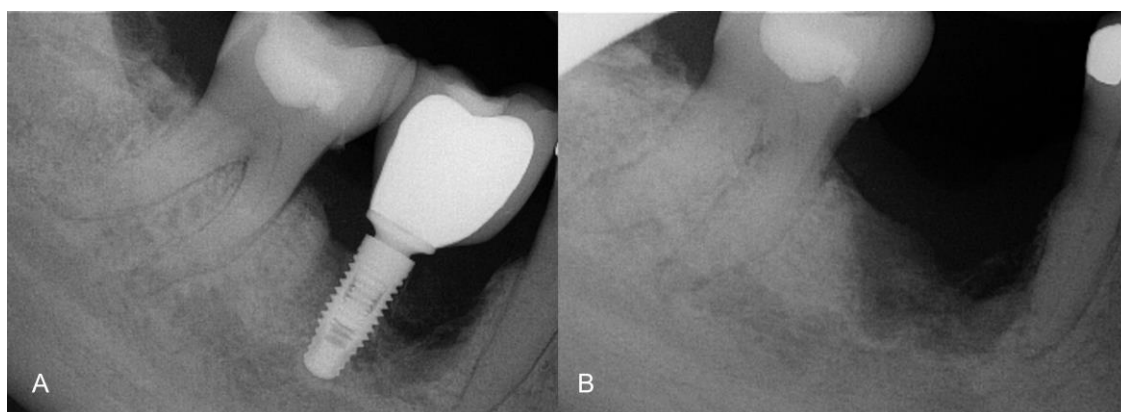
Radiografia inicial (A) e após explantação do implante (B).
